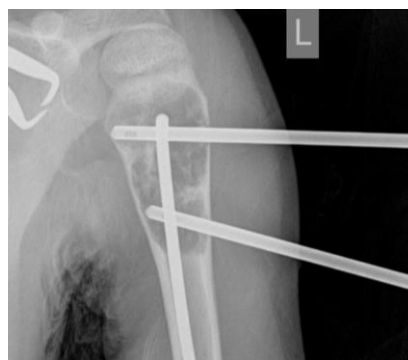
Больной К. Рентгенография левой плечевой кости в прямой проекции. Пункционные иглы прижаты стержнем к задней стенке кисты
